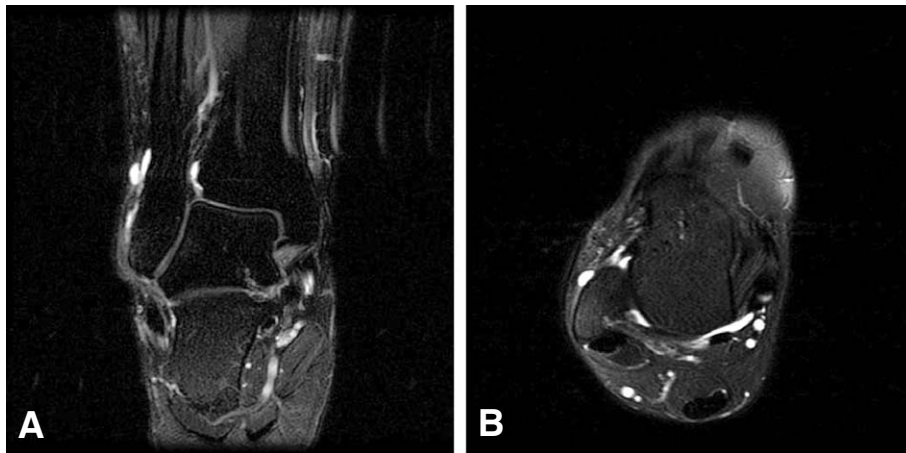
T2-coronal (A) and axial (B) MR images show sharply defined soft tissue mass adjacent to eroded cortex with a low-intensity signal on the proton-density-weighted image and high signal intensity on the T2-weighted image. This corresponds to a cystic structure.
